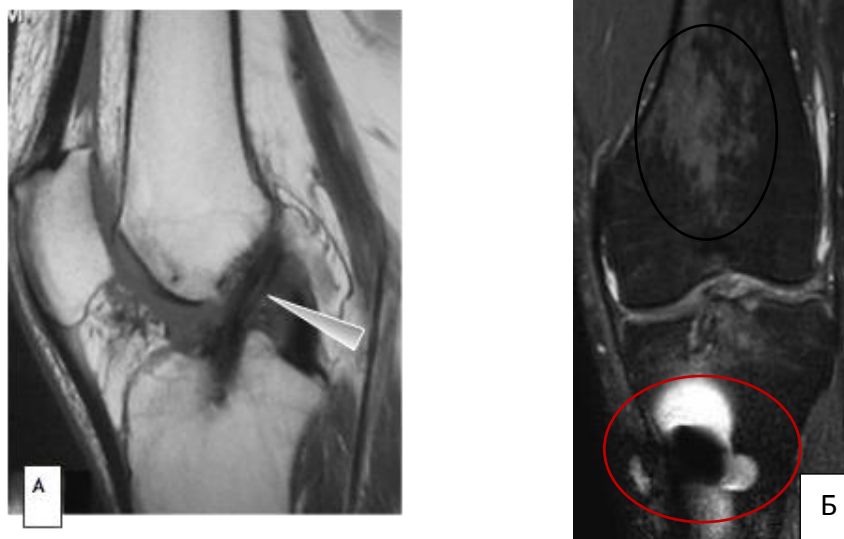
МР-томограммы коленного сустава через 3 месяца после артроскопической пластики ПКС: А - неоднородность МР-сигнала от центральной части трансплантата в режиме T1 SSE в сагиттальной плоскости (белая стрелка), Б – корональная плоскость (черным указан пятнистый остеопороз; красным - артефакты от фиксирующего винта).
